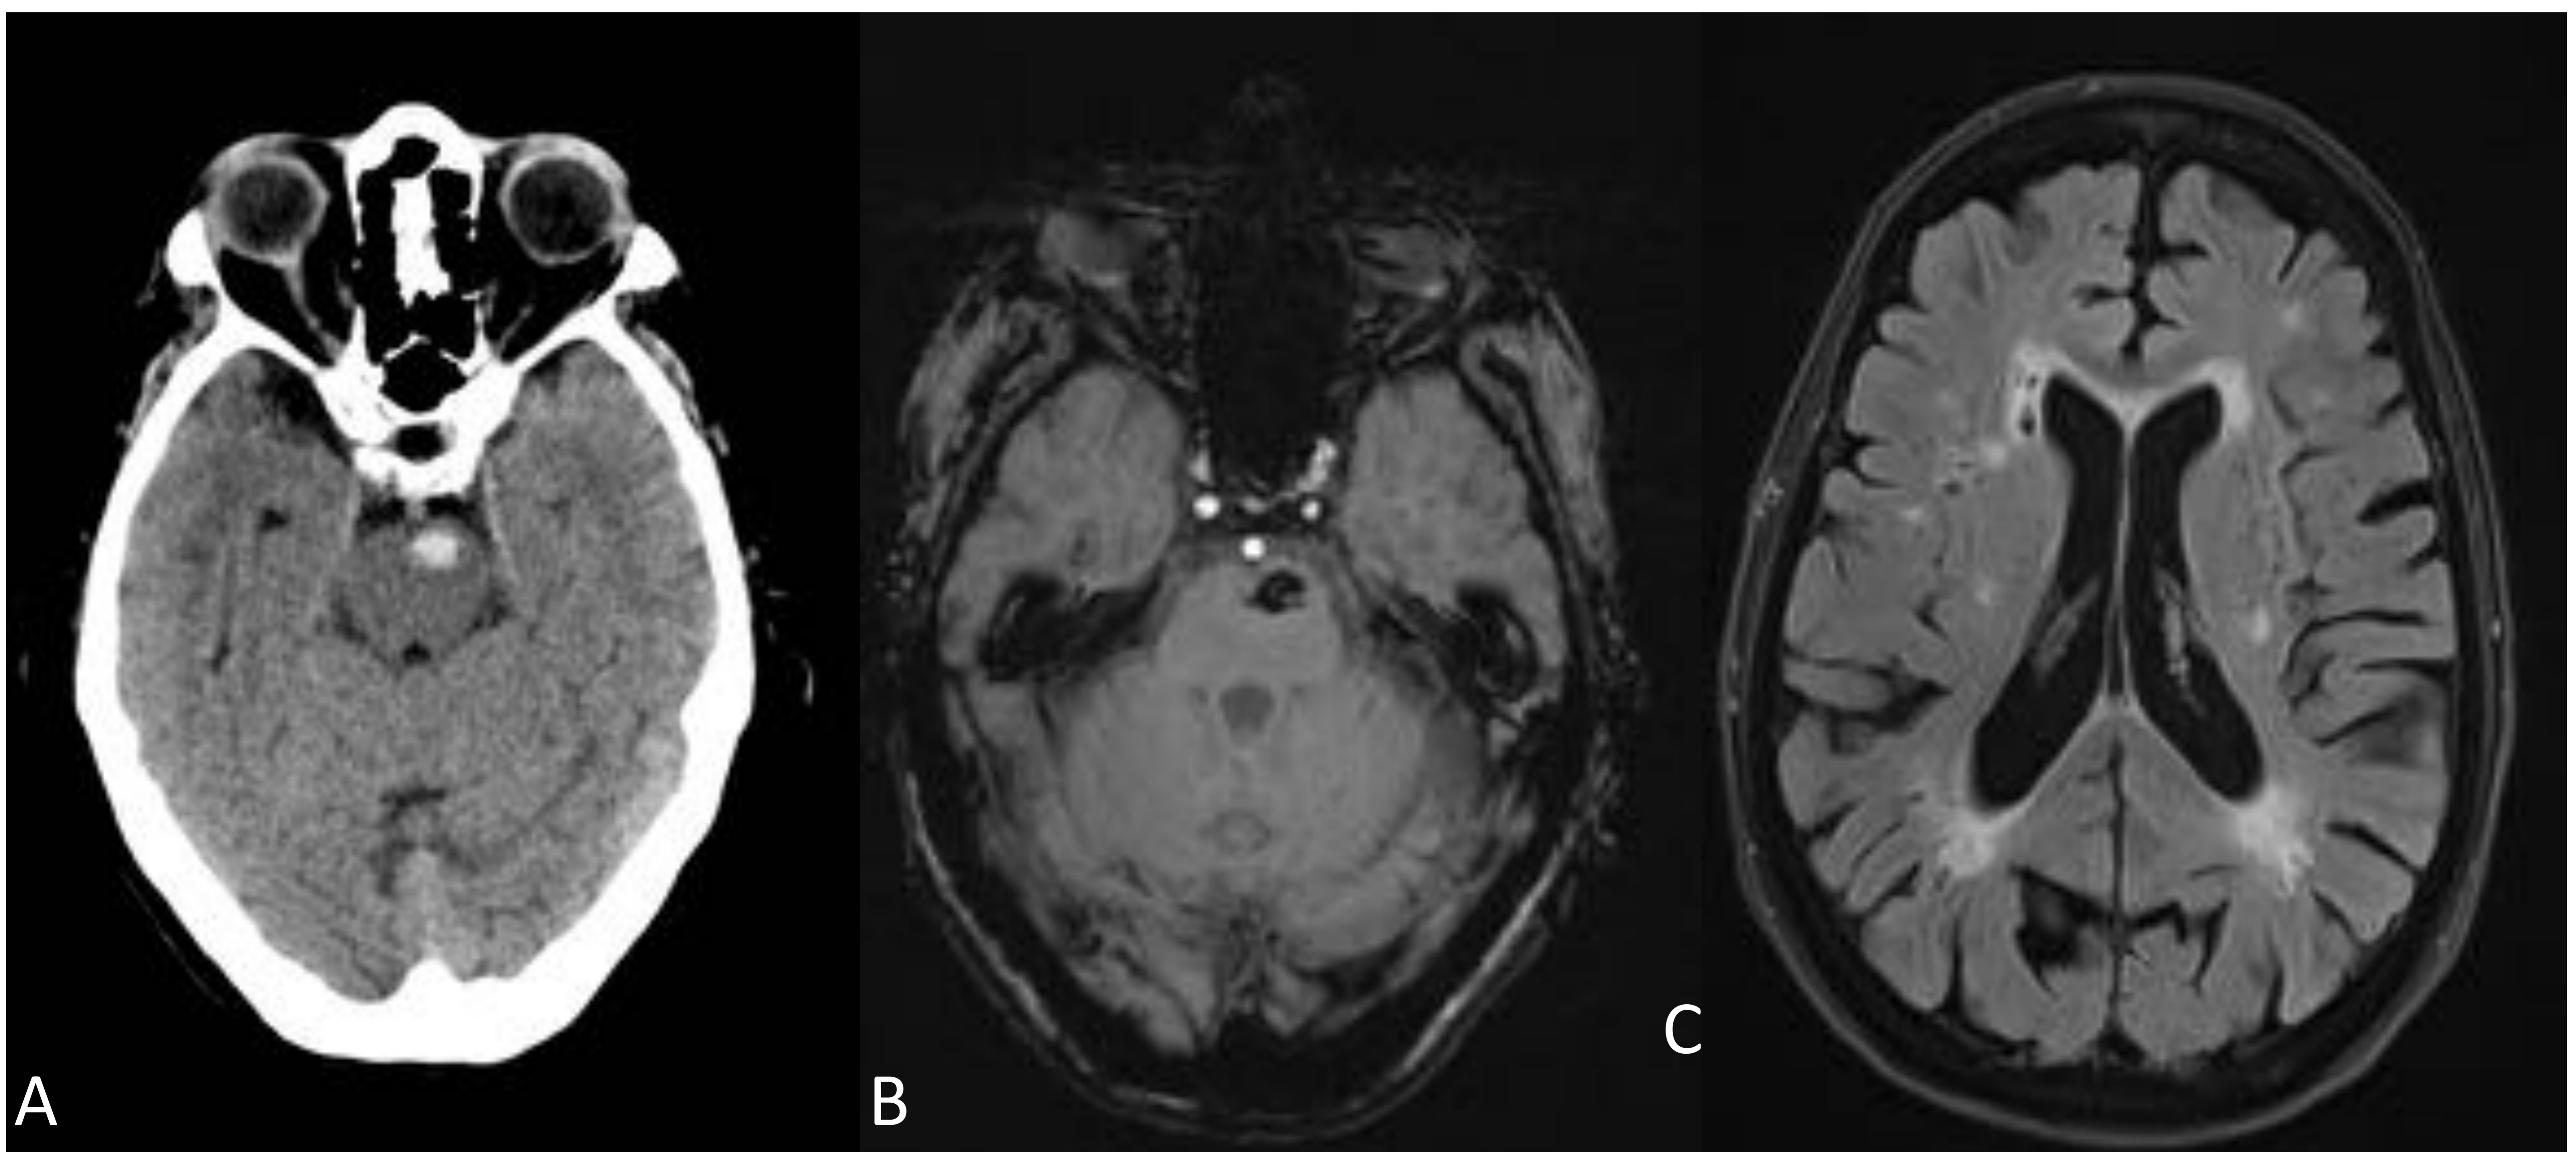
Mujer de 71 años. HIP en protuberancia de probable etiología hipertensiva. A) TC cerebral sin CIV donde se observa una lesión hiperdensa hemiprotuberancial izquierda sin efecto de masa. B) RM axial secuencia de susceptibilidad donde se visualiza lesión hipointensa en relación con HIP. C) RM axial secuencia T2 flair ; hiperintensidad periventricular en relación con leucopatía de probable origen vascular y lesiones milimétricas hipointensas en territorio insular bilateral compatibles con infartos lacunares.
